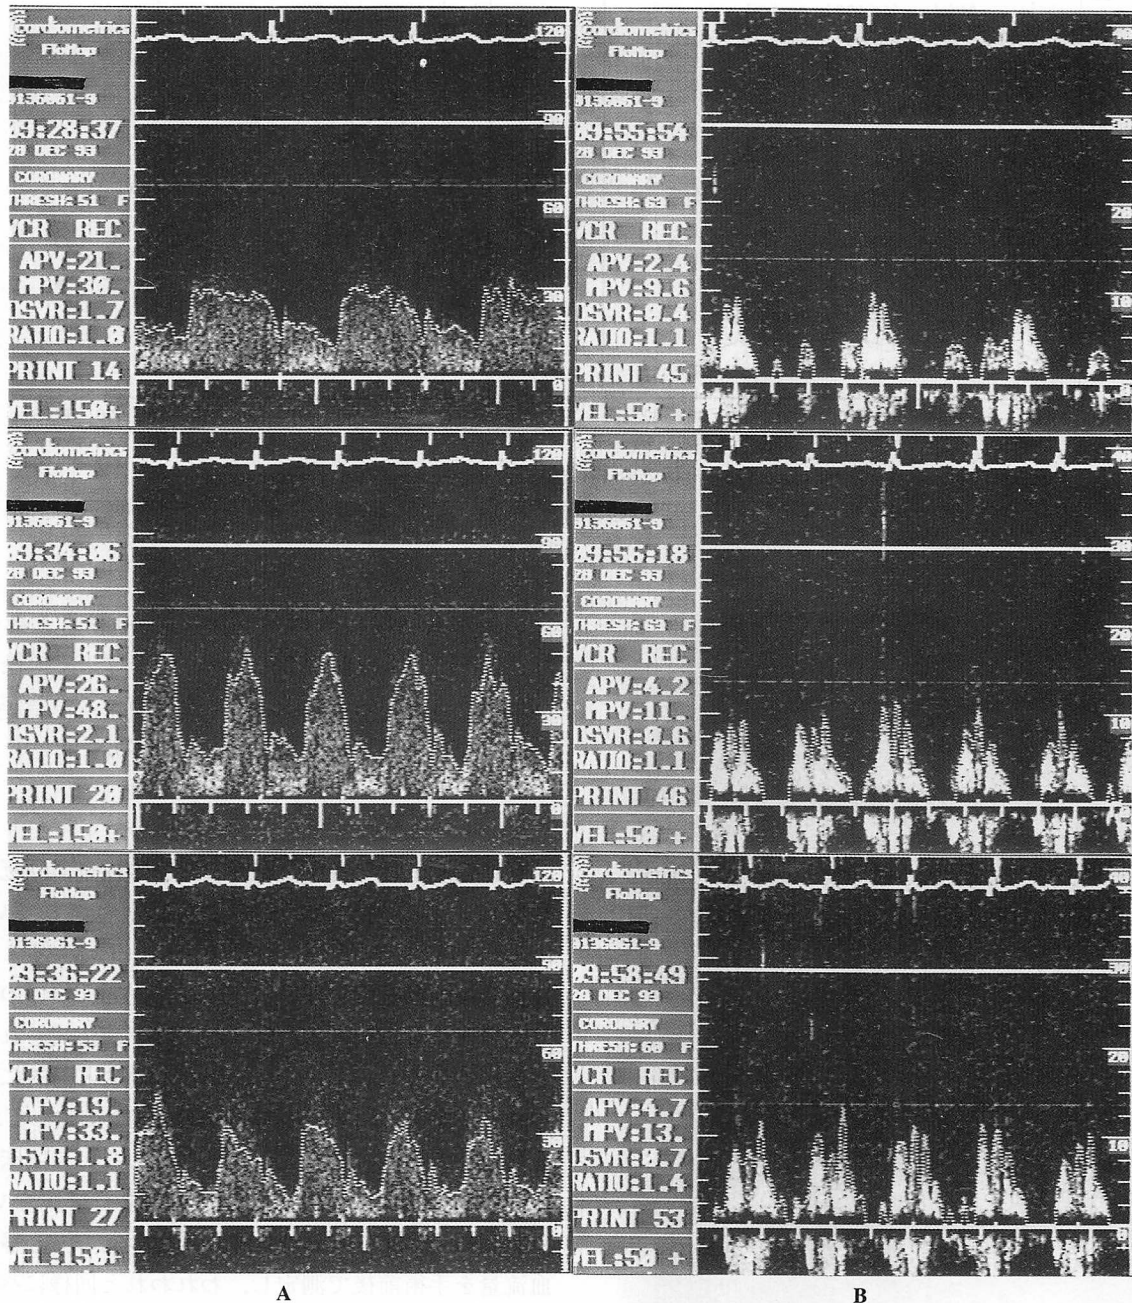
Doppler echocardiograms of the left anterior descending artery and fistula
